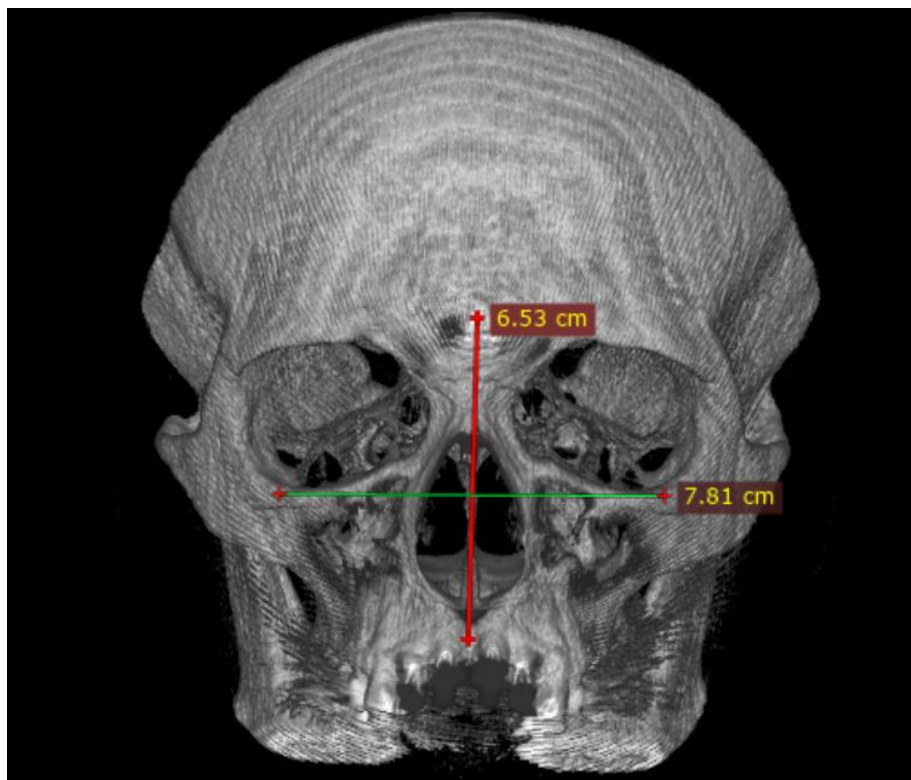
СКТ. Коронарна реконструкція. 3D моделювання. Приклад вимірювання верхнього щелепного індексу у лептенів.
